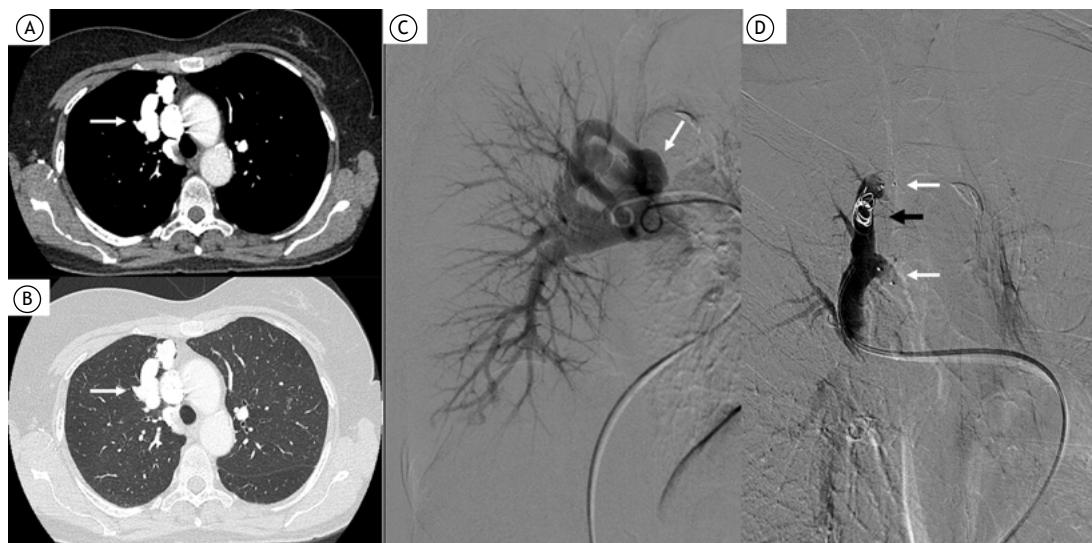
Em A e B, respectivamente, imagens de TC de tórax em janelas mediastinal e pulmonar mostrando a malformação pulmonar (setas brancas). Em C, localização da malformação por angiografia pulmonar (seta branca). Em D, embolização com molas (seta preta) e plugue vascular Amplatzer (seta branca).
